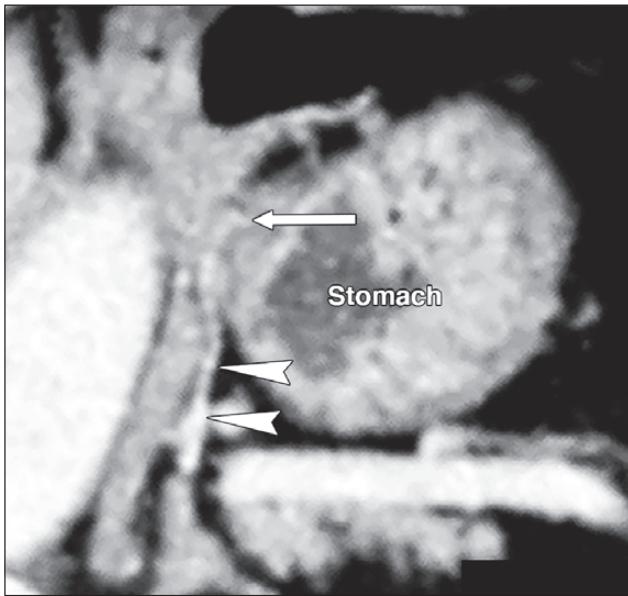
КТ: потенційний анастомоз (наконечники стрілок) лівої нижньої діафрагмальної вени із портальною венозною системою. Коли вена сполучається з частиною портальної венозної системи, наприклад, шлунковими венами (стрілка), вона визначається як потенційний анастомоз ([45], ліцензія CC BY-NC 4.0)
